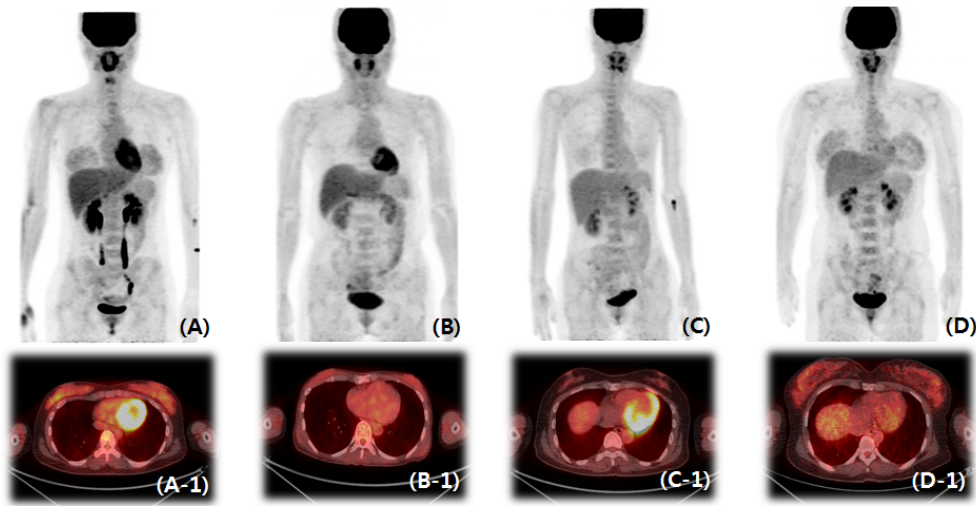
PET whole body images of secretory phase (D) and flow phase (A) were the highest FDG uptake of breast, and each fusion images (D-1, A-1) showed increases remarkably. (B) and (B-1) were proliferative phase, and breast uptake was almost no increase. (C) and (C-1) were ovulatory phase that breast FDG uptake was increased more than proliferative.
